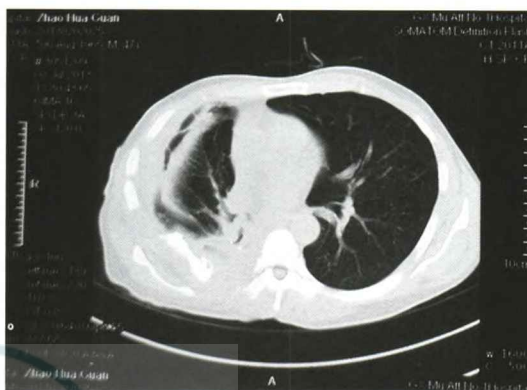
患者受伤当日 CT 提示右侧气胸、右肺叶压缩并部分坏死
